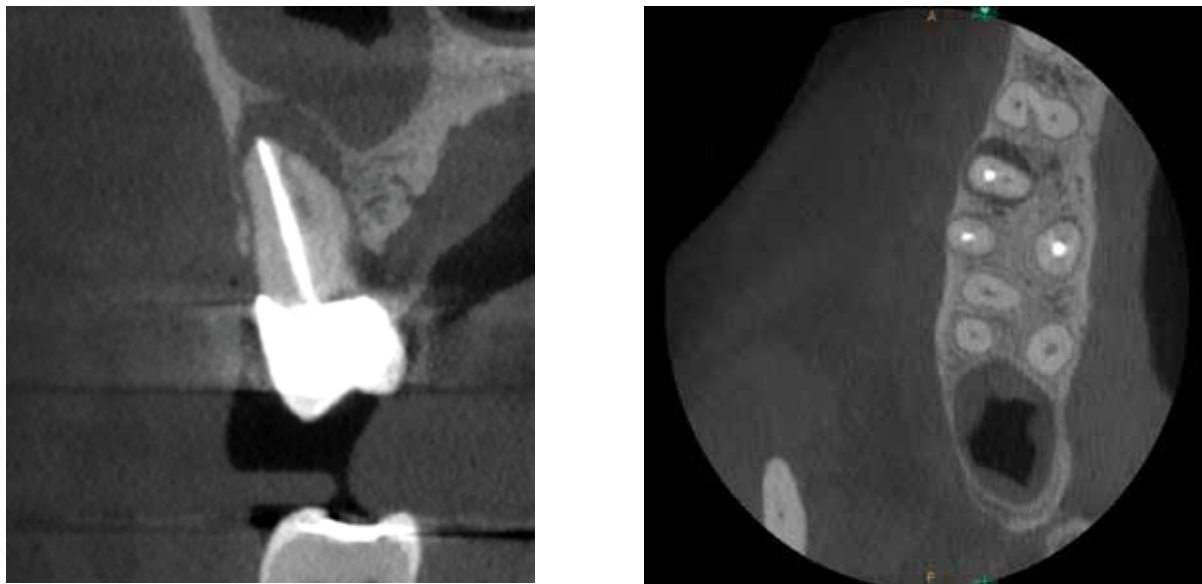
Il sistema CBCT CS 9600 è dotato di un sensore ad alta definizione (dimensione del voxel 0,75  $\mu\text{m}$ ). Per eseguire l'esame è stato scelto un volume di 5x5 cm. Il canale MV II è visibile su entrambe le sezioni.
